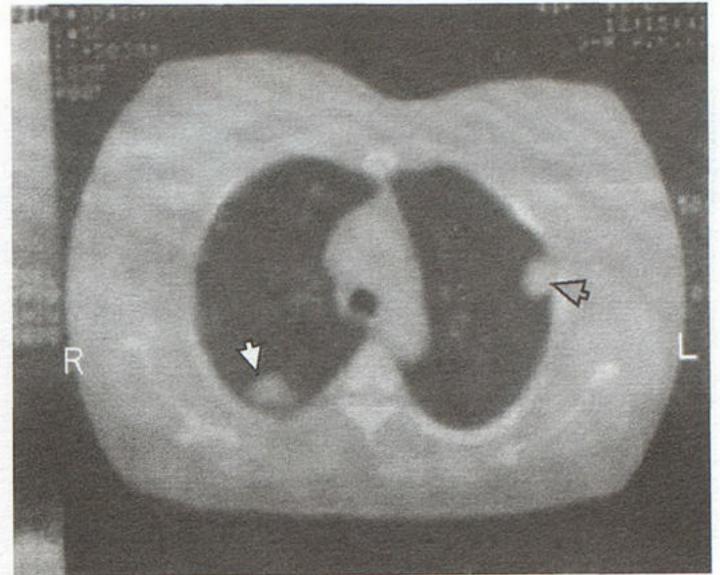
Компьютерная томография легких. Множественные узлы больших размеров, расположенные под плеврой.
